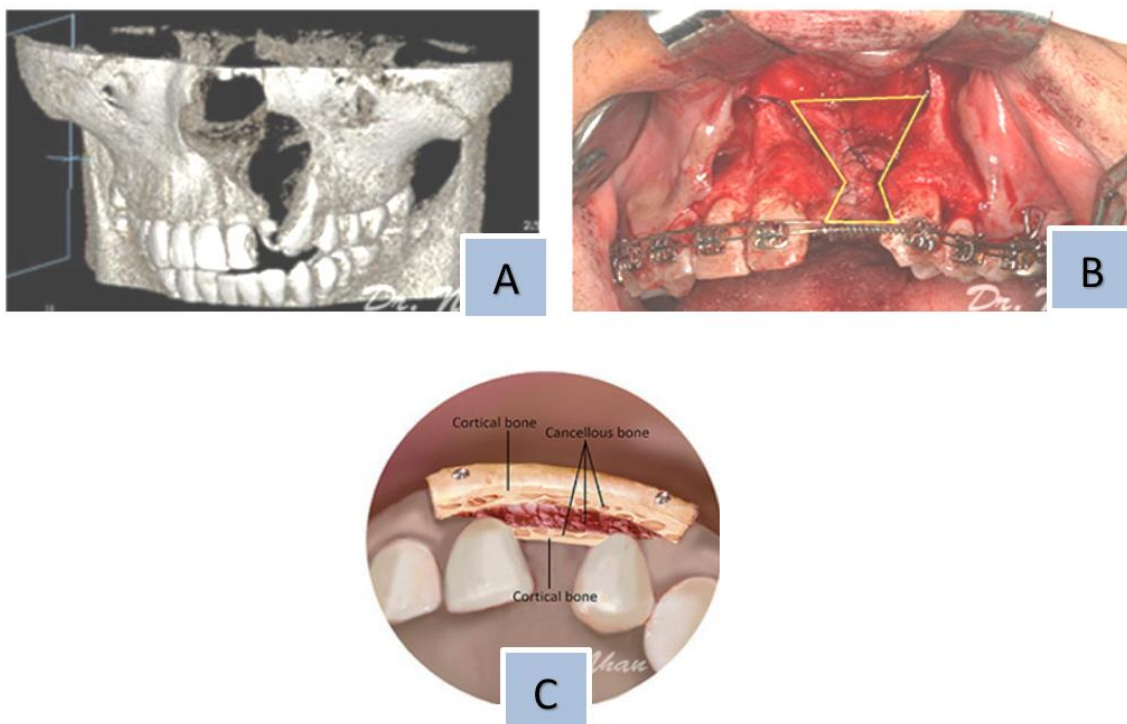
Técnica de injerto óseo. A) Fisura alveolar en Tomografía Computada de haz cónico. B) Tamaño del defecto alveolar (línea amarilla). C) Técnica de dos bloques de injerto corticoesponjoso de cresta iliaca. *Vo Van Han y Col.* Nueva técnica de injerto óseo en la fisura alveolar para la colocación de implante en pacientes con fisura labio-alvéolo-palatina. (26)
